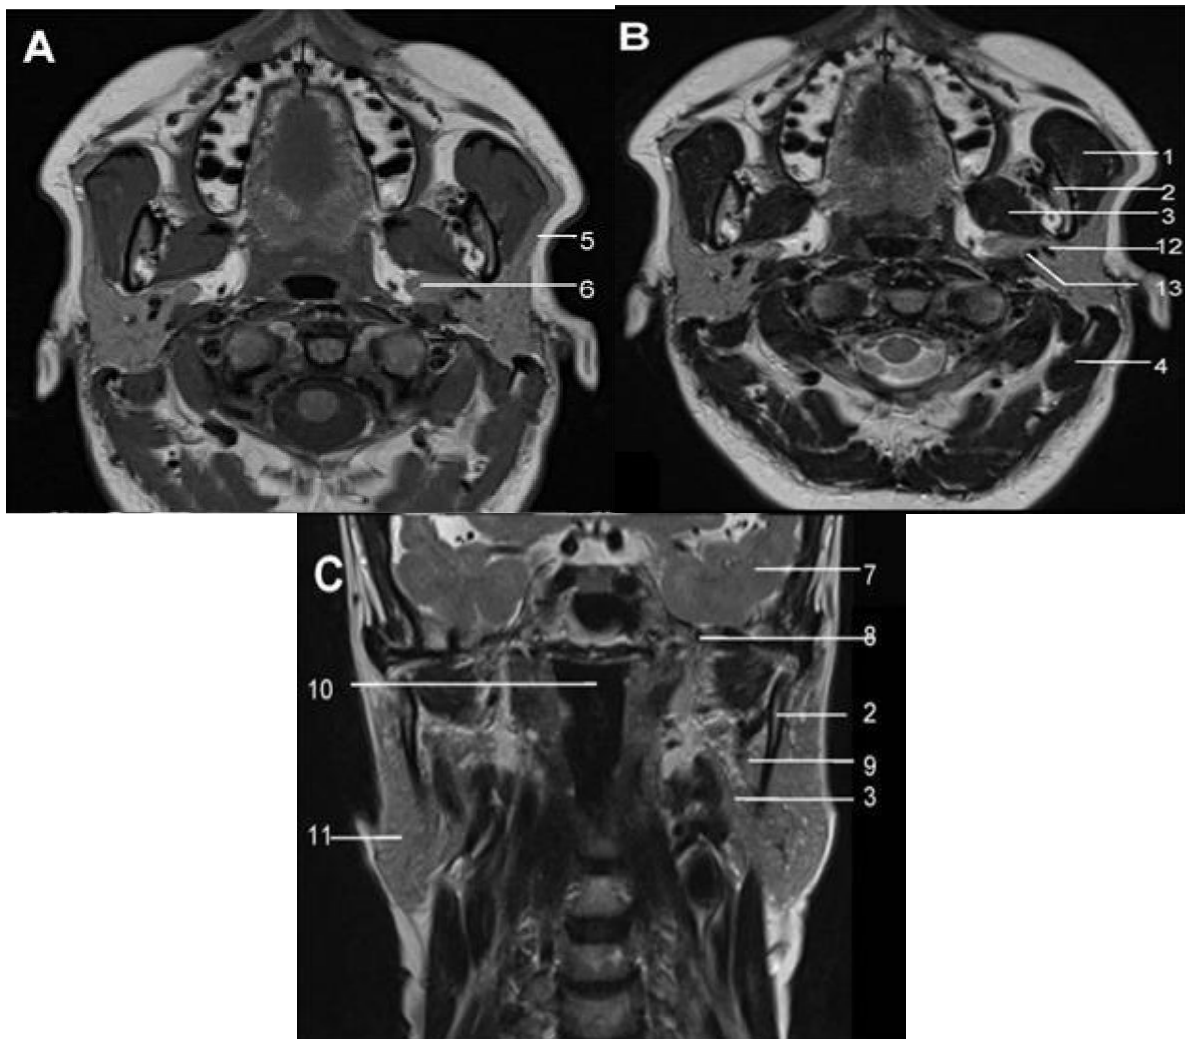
Radioanatomie IRM de la glande parotide en coupes axiales en pondération T1 (A) et T2 (B) puis coronale T2 (C) [21]:
